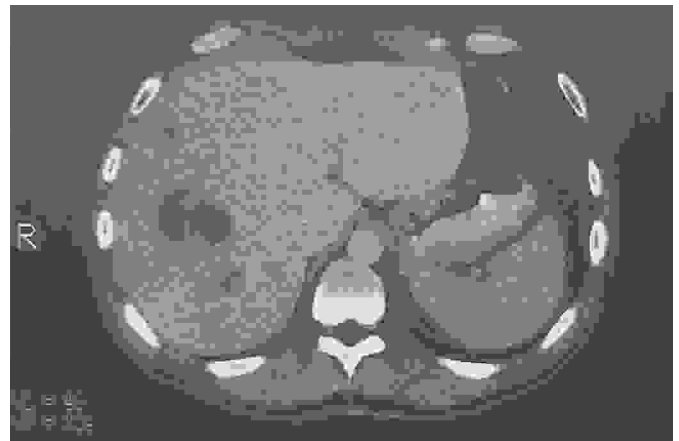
Tomografía computarizada abdominal en la que se observan varios abscesos amebianos hepáticos.
